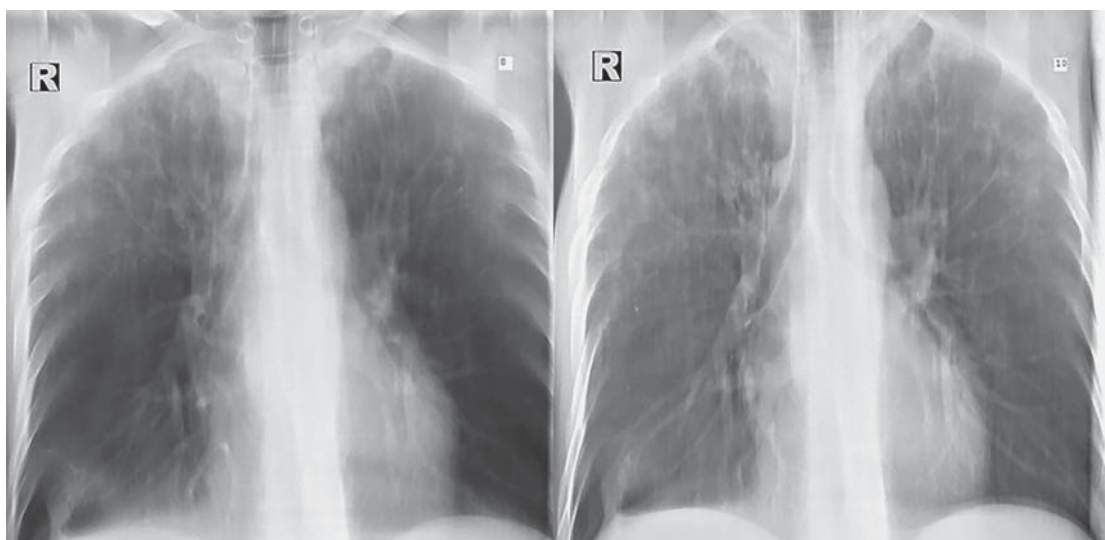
Линейная томография органов грудной клетки от 03.2020, срезы 8–10 см. Мелкоочаговая перибронхиальная диссеминация в верхних отделах легких.
